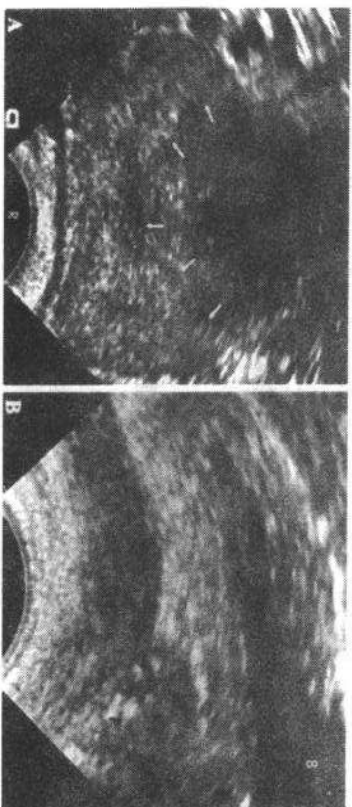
A 经直肠轴位声像图显示周围区(箭示),与前列腺其他部分界清楚,R=含直肠内超声探头的直肠。B 经直肠纵向往声像图示精囊腺(S)和前列腺(P),B=膀胱
